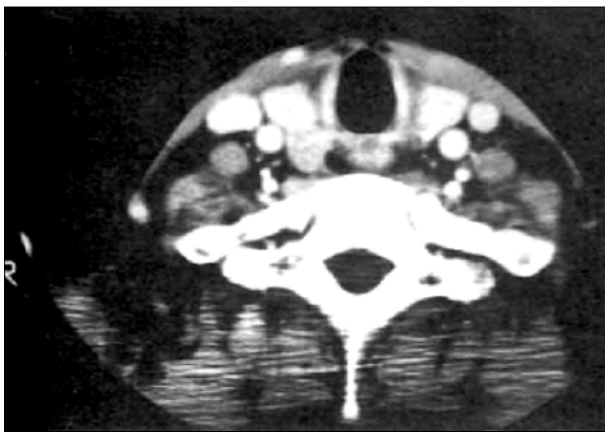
Neck CT: A low density homogenous round mass was notable at the right upper pole with some calcification.
